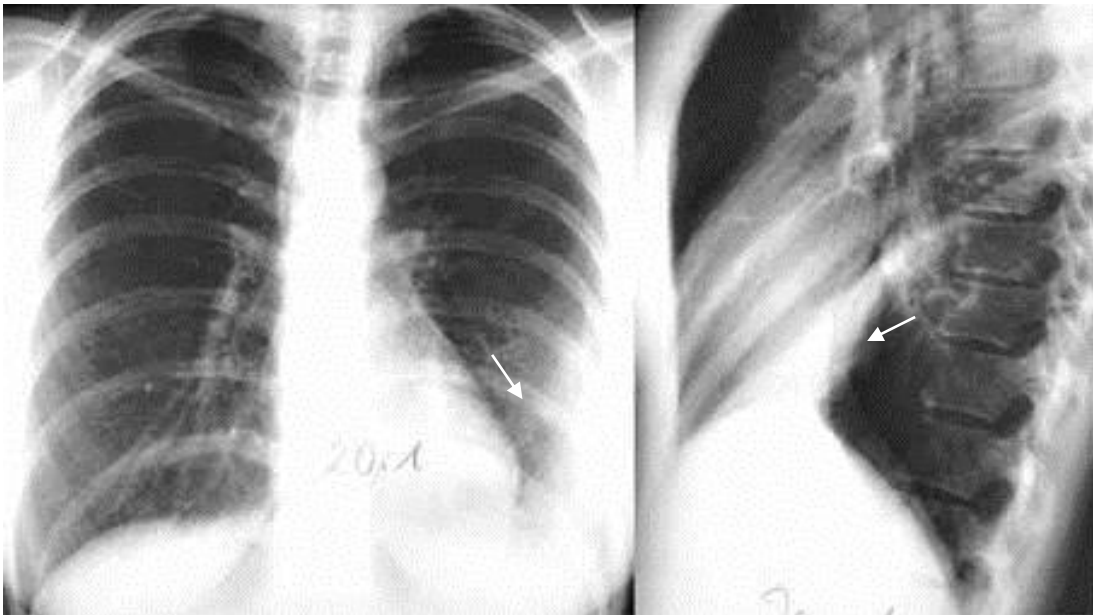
Обзорные рентгенограммы грудной клетки в прямой и боковой проекциях. В проекции передне-базального сегмента нижней доли левого легкого ограниченная тень однородной структуры, треугольной формы (стрелки). Инфаркт передне-базального сегмента нижней доли левого легкого
